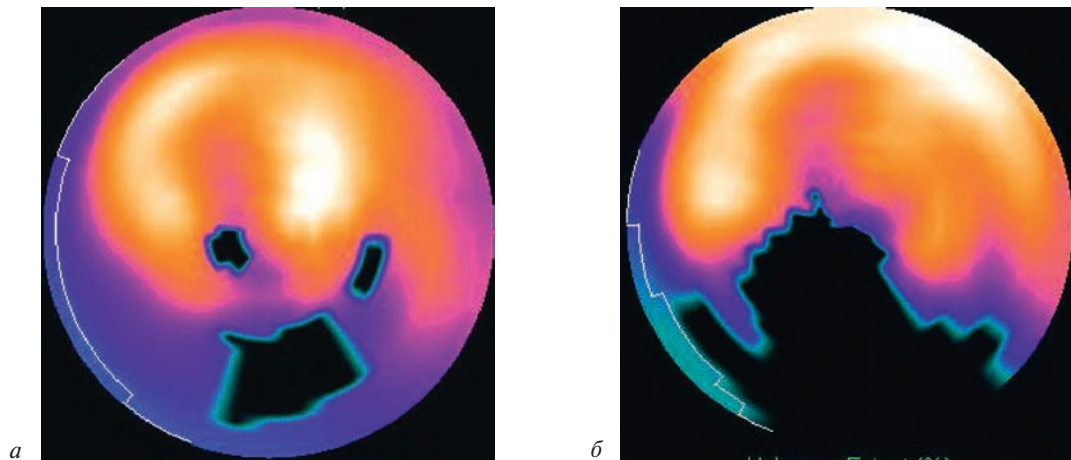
Однофотонная эмиссионная томография миокарда пациента с проксимальной окклюзией правой коронарной артерии:
